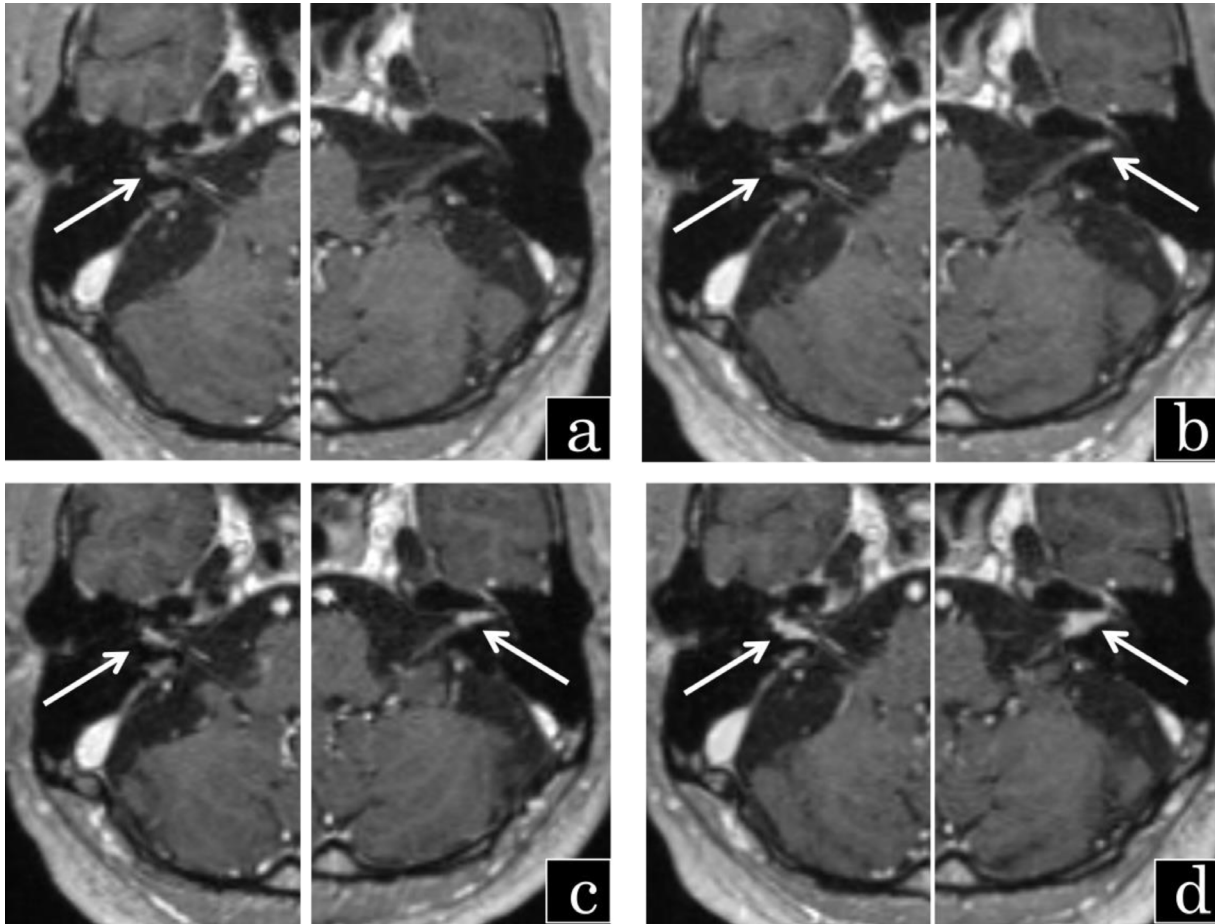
Contrast-enhanced MRI of the brain showing the gradual growth of bilateral acoustic tumor. a) January 2017, b) May 2017, c) September 2017, d) December 2017.
